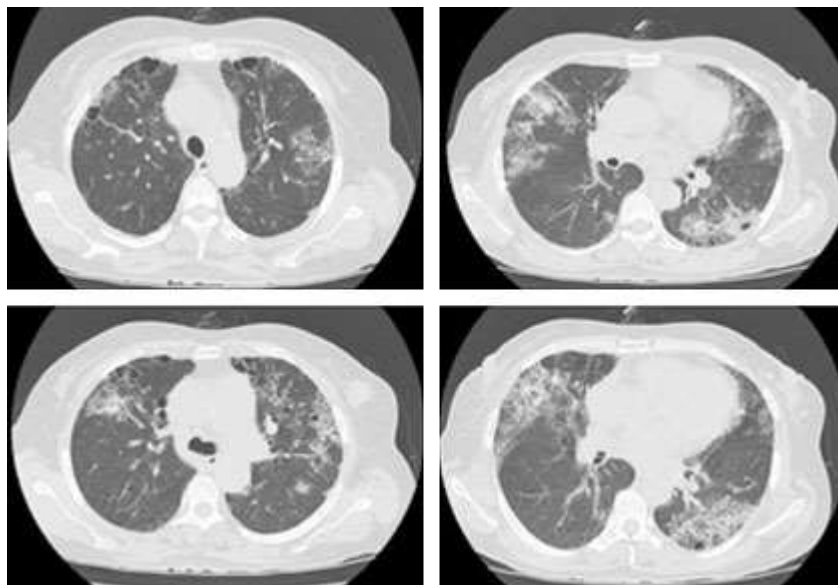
Tomografía computarizada de tórax con presencia de quistes subpleurales y afectación alveolo intersticial apical y central.
